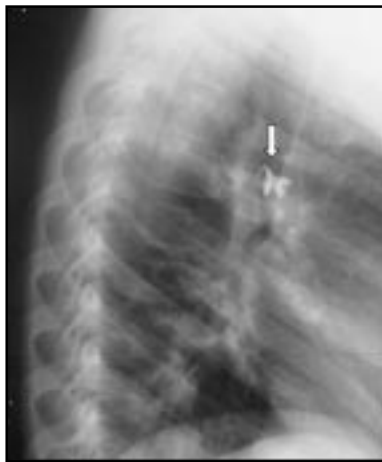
Caso clínico 10. CE (stent) Radiografía de tórax lateral.
